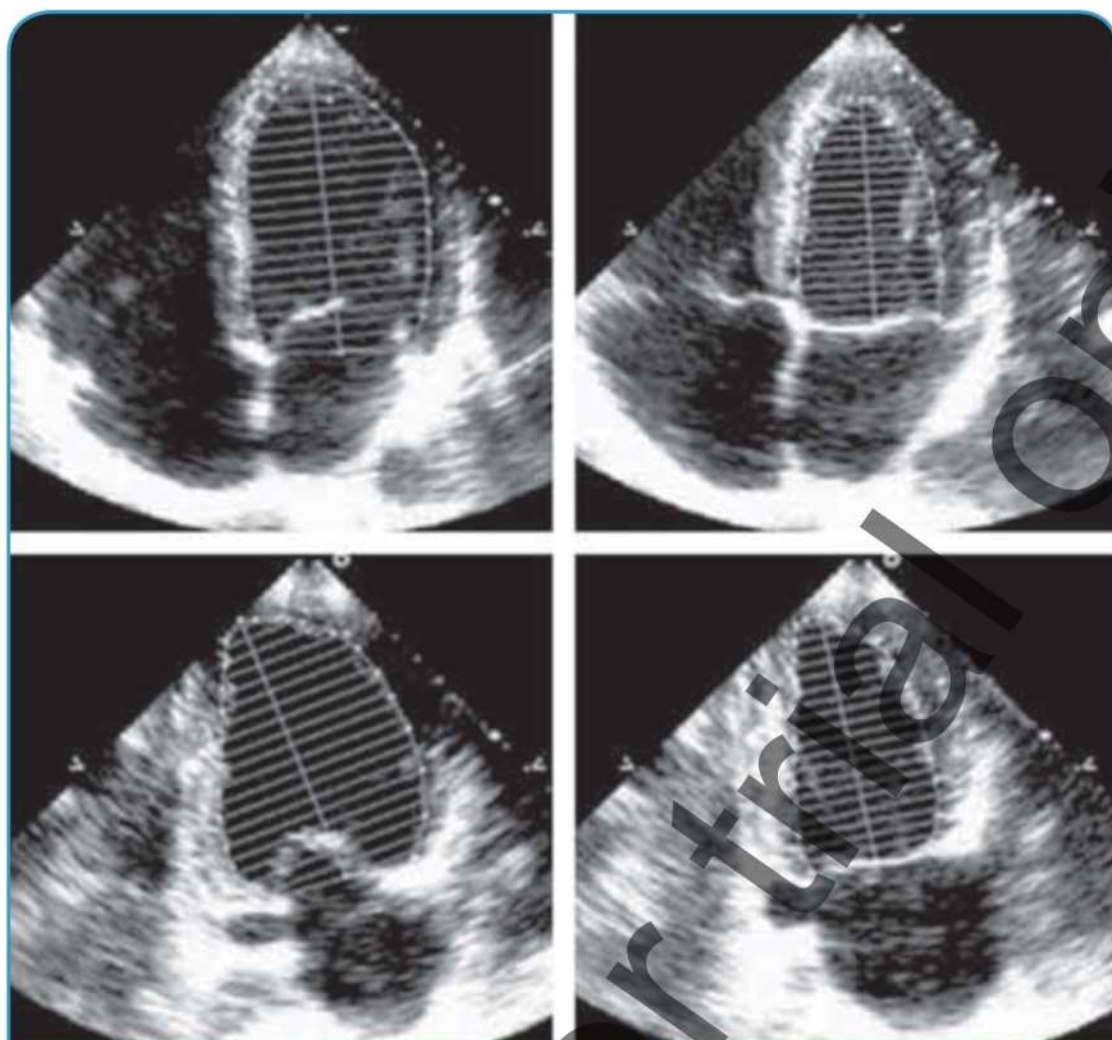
Четырех- и двухкамерная эхокардиография, апикальный доступ
